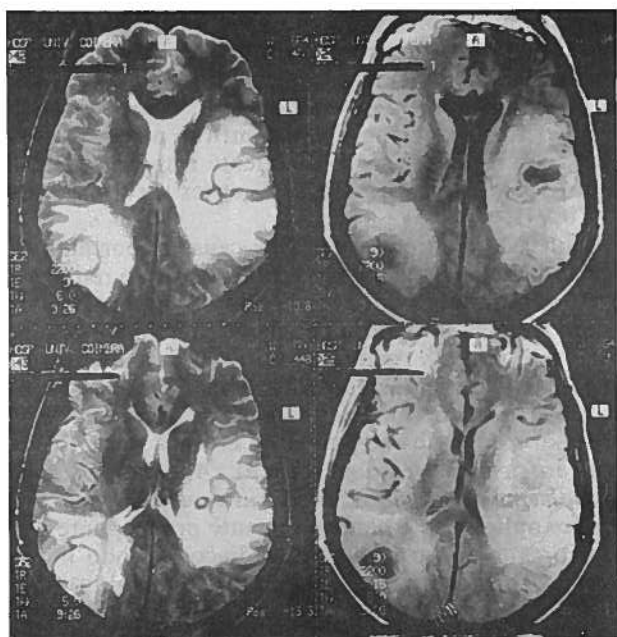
e B — RMN do crânio efectuada em 26/5/92 revela múltiplas lesões arredondadas com abundante edema envolvente.
